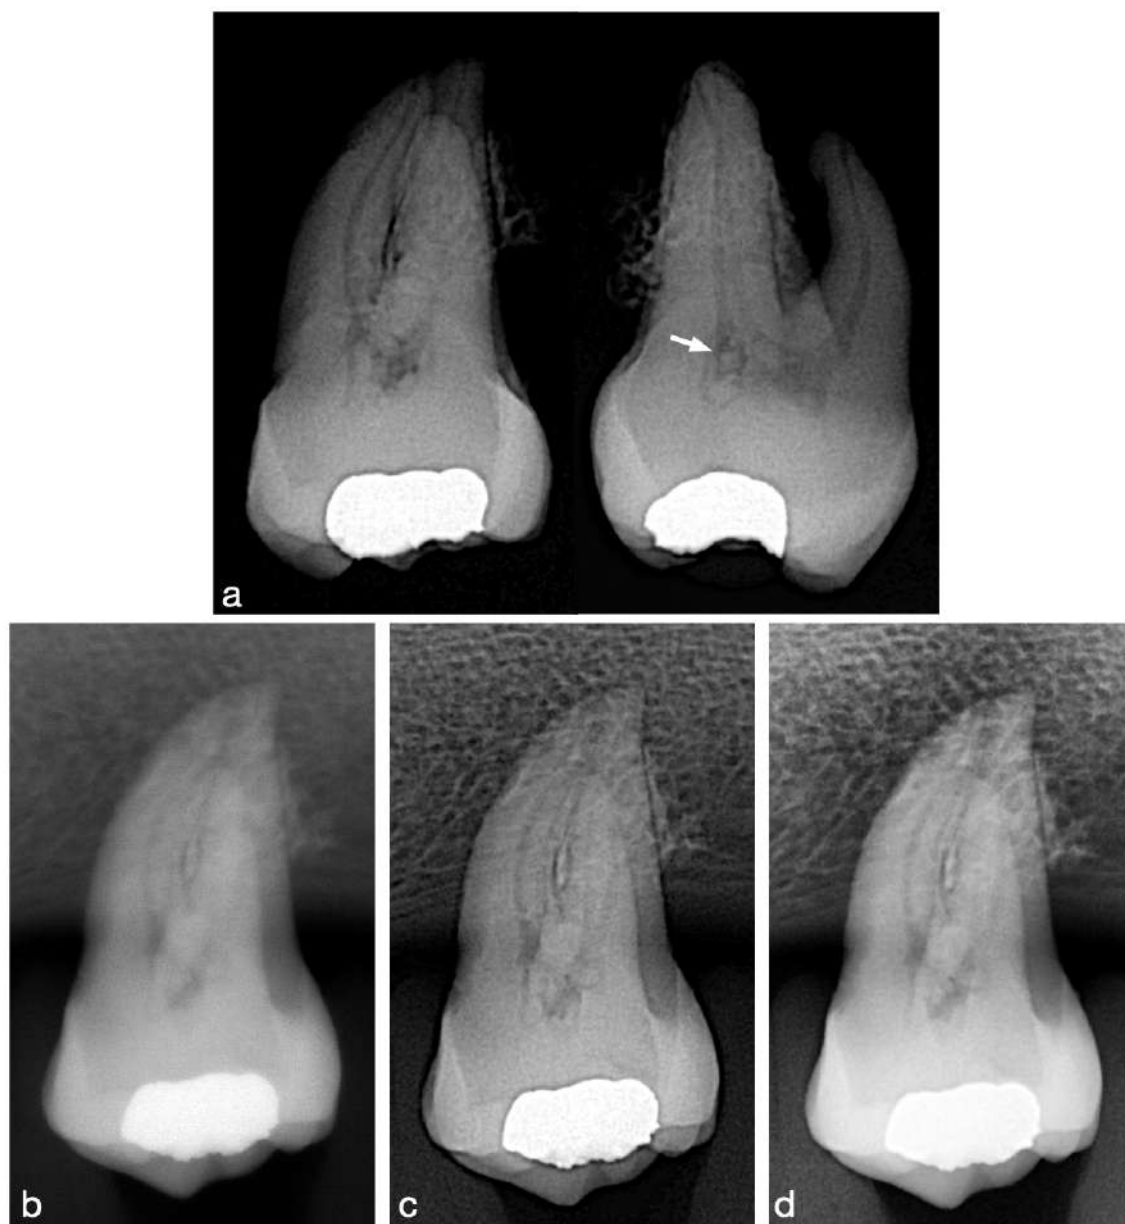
Ejemplo de órgano dental evaluado con anomalías dentales: OD 27 con presencia de cálculos pulpaes en la cámara pulpar. a) Radiografías de control con angulación ortorradial y distorradial, en las que se observan cálculos pulpaes. b) Radiografía periapical tomada con RVG Acteon. c) Radiografía periapical tomada con RVG Eighteeth. d) Radiografía periapical tomada con el RVG Woodpecker.
